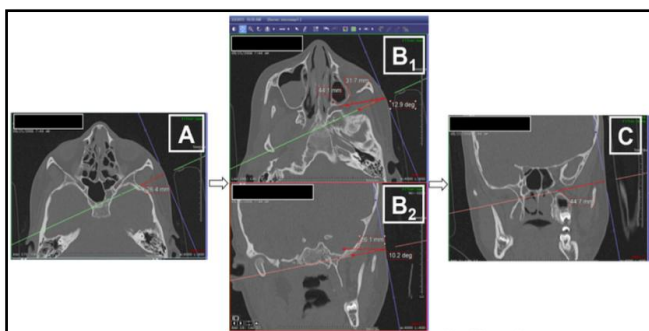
Screenshots from Aquarius iNtuition (Ver. 4.4.11, TeraRecon, Inc., Foster City, CA) image-processing software showing measurements from the skin at the frontozygomatic angle to the greater wing of the sphenoid on an axial CT image (A), the angle of anterior re-orientation on an axial CT image (B1), the angle of inferior re-orientation on a coronal CT image (B2), and the final needle trajectory passing through the pterygopalatine fossa to the foramen rotundum on a coronal CT image (C)(136).
